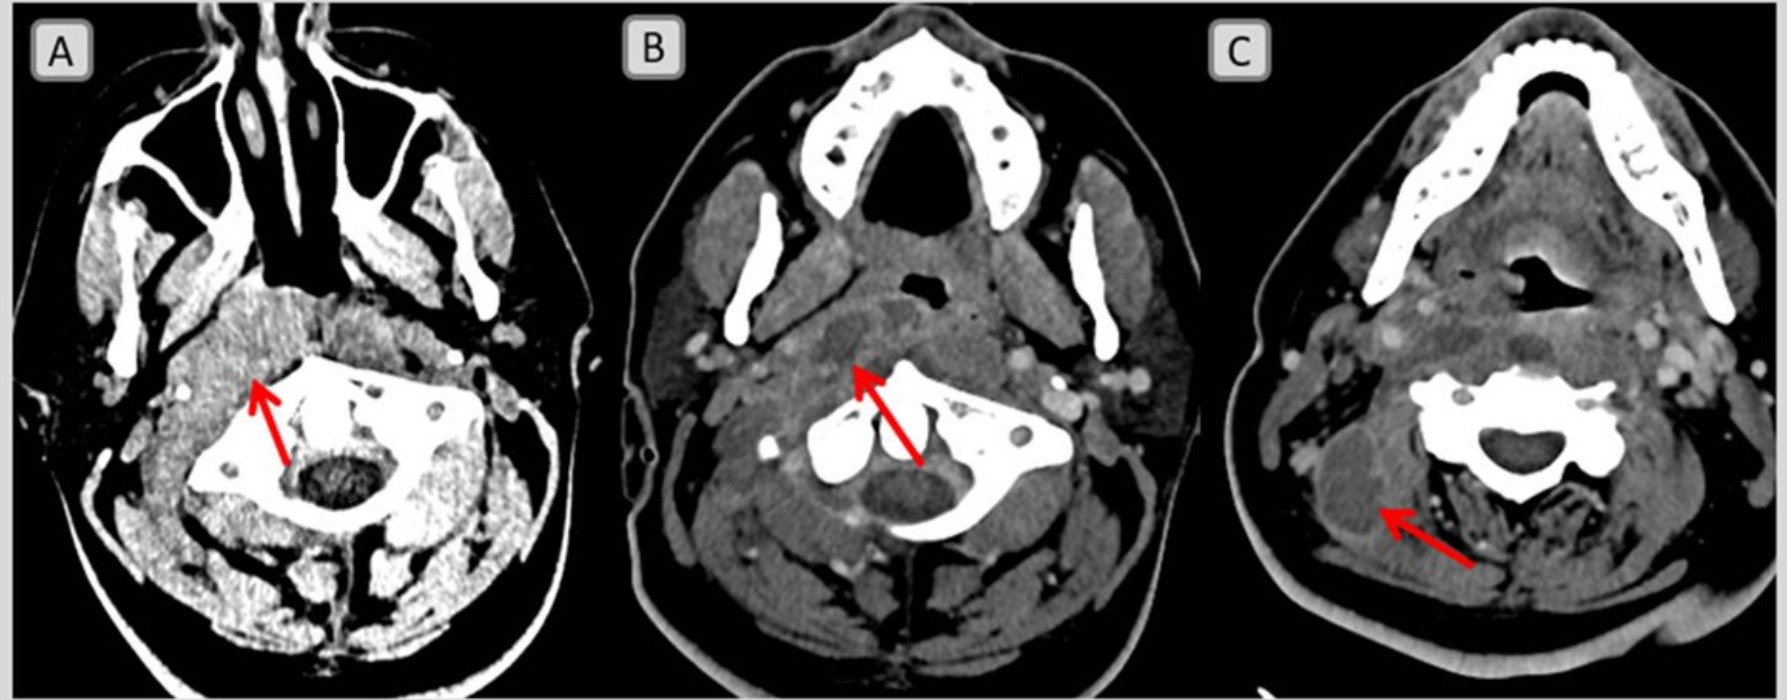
Paciente diabético de 39 años con somnolencia y deterioro del estado general. Se solicitó un TC craneal que se informó como normal.
